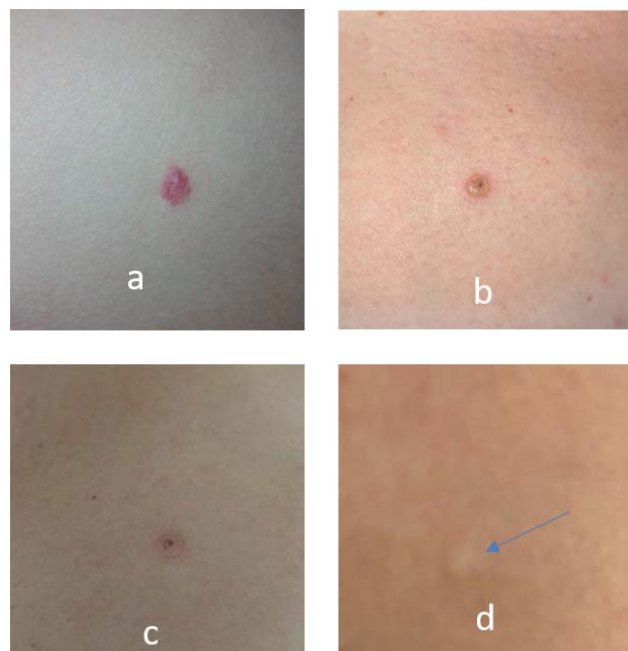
Этапы СКТ при вишневой гемангиоме:
